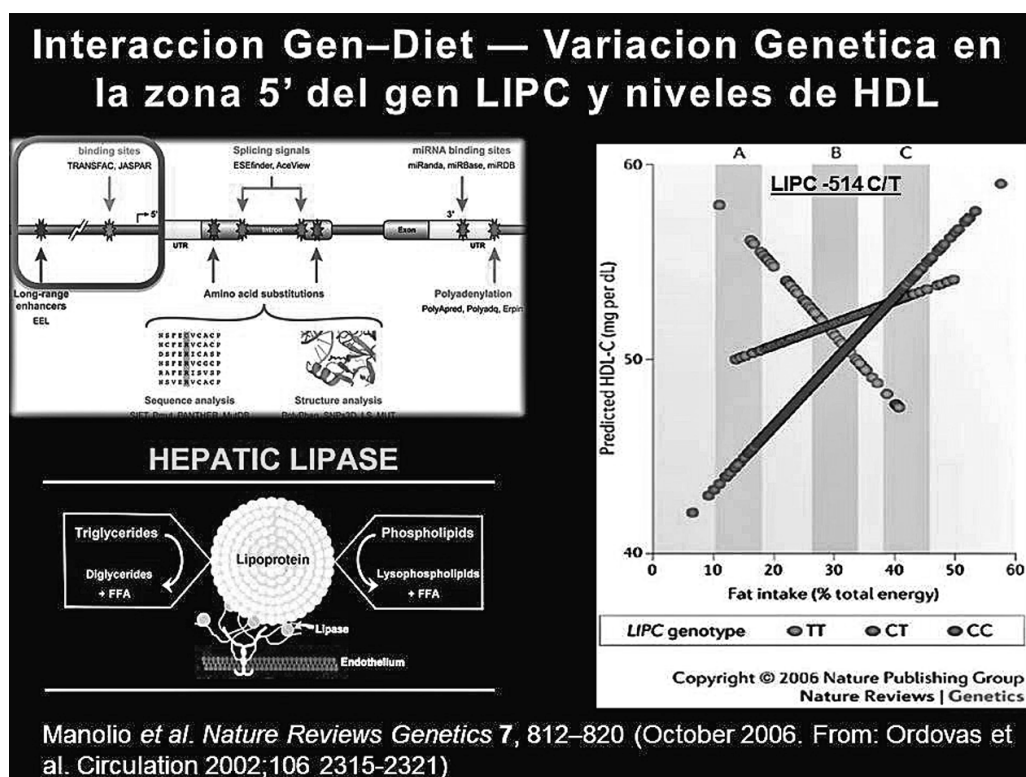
Modelo de interacción gen-dieta modulando los niveles plasmáticos de colesterol en lipoproteínas de alta densidad (HDL) en sujetos participantes en el estudio de Framingham. Un polimorfismo común en el gen de la lipasa hepática (LIPC) conocido como LIPC -514C/T demuestra que la relación entre el consumo de grasa en la dieta y los niveles de HDL está definida de una manera significativa por la presencia de un genotipo u otro de la variante del gen de la LIPC. Es decir que mientras los niveles de HDL aumentan con el consumo de grasa en sujetos con el genotipo CC (círculos rojos), en sujetos que son TT (círculos azules) disminuyen. Los heterocigotos (CT) tienen una respuesta intermedia.
